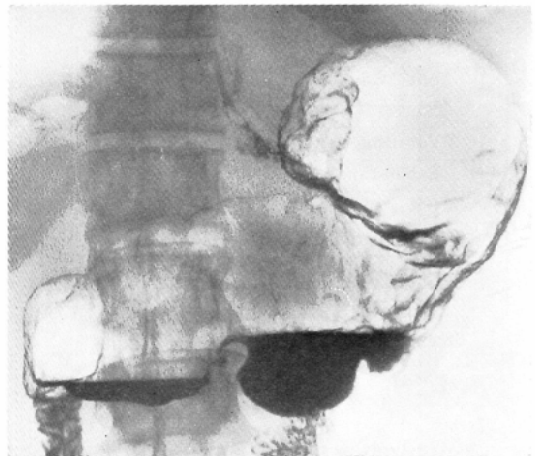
Case 2: X-ray picture taken before irradiation, indicating moderate passage disturbance due to a large tumor mass at the cardiac region.
